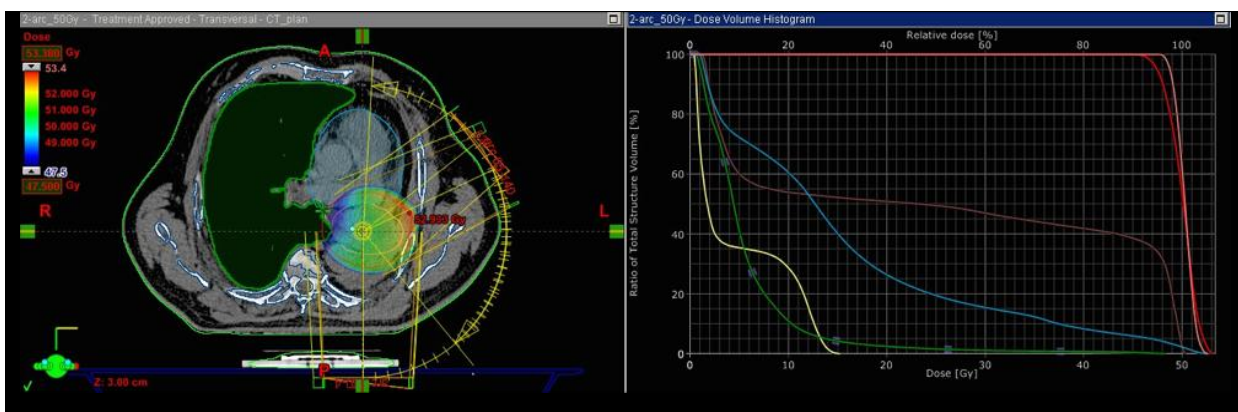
Планування раціональної зони опромінення за результатами ПЕТ/КТ
